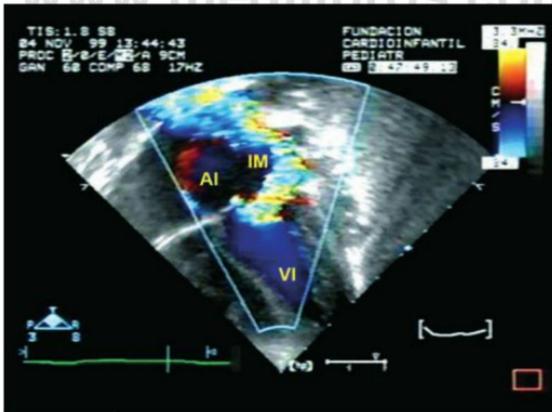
Ecocardiograma realizado en apical de 4 cámaras, donde se toma la foto desde la punta del corazón, encontrando primero el ventrículo izquierdo (VI), con una gran dilatación de la aurícula izquierda (AI), y un jet de insuficiencia mitral muy importante (IM), jet que se dirige por la pared lateral de la aurícula izquierda y alcanza las venas pulmonares, dilatando en forma muy importante la aurícula.
